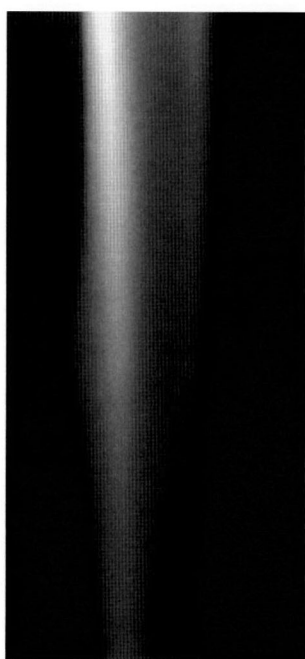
Plain radiograph at 5 months after commencement of treatment
